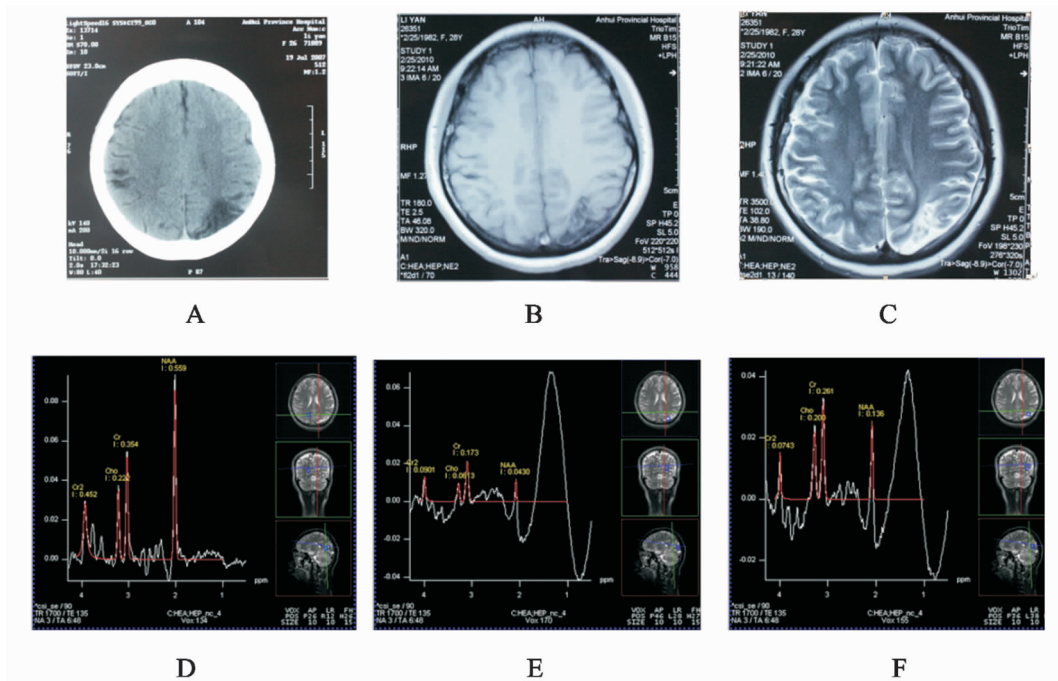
病例1,女性,28岁,难治性癫痫发作7年,头颅CT(图1A)提示左顶叶低密度灶;MRI平扫(图1B、C)提示病灶呈长T1长T2信号。MRS(图1D、E、F)提示左顶叶病灶NAA/Cr,NAA/Cho,NAA/(Cr+Cho)值均明显减低。
